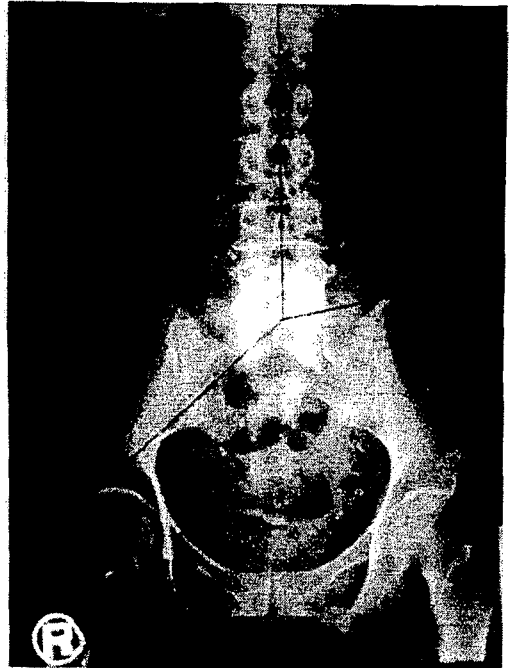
The measurement method of colonic transit time in plain abdomen radiograph. The colon was divided Rt colon, Lt colon, rectosigmoid colon by black lines.
